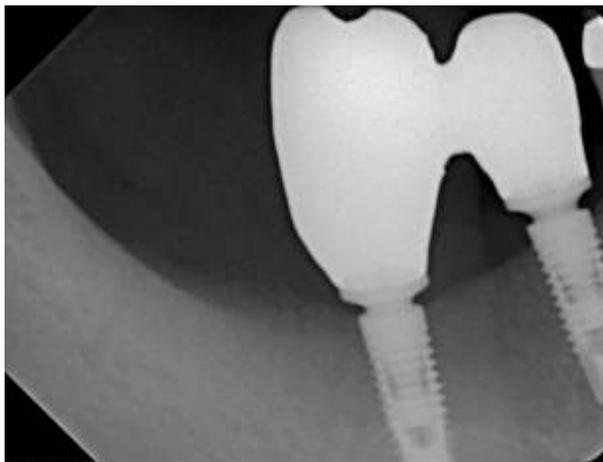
Radiografia periapical de adaptação dos *copings* 45 e 46.
